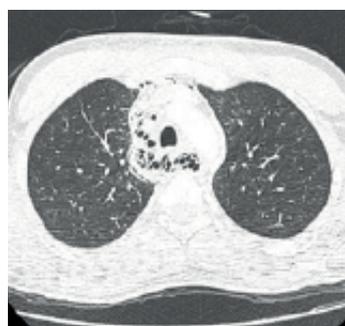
TAC de tórax que evidencia la presencia de neumomediastino (flecha).Fuente: fotografías tomadas porlo autores
